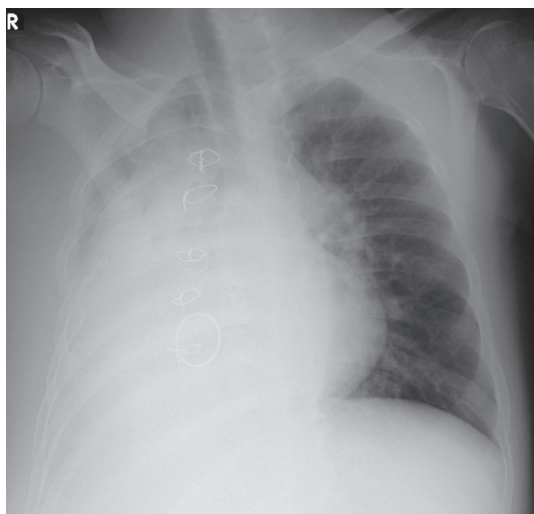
Preoperative chest X-ray shows massive heart.
